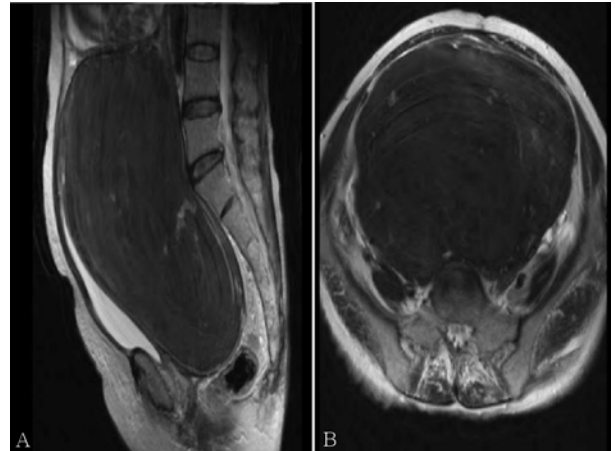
Pelvis MRI (A: saggital view, B: coronal view) reveals about 22.2×12.6 cm sized huge mass showing low signal intensity in T2 weighted image. This lesion shows heterogeneous enhancement and displaces bladder to anteriorly.
